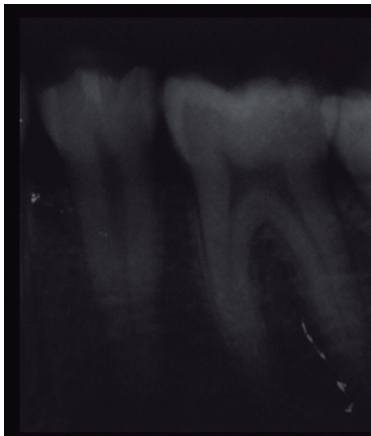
Radiografía inicial del diente 35 evidenciando la lesión cariosa en dentina.
